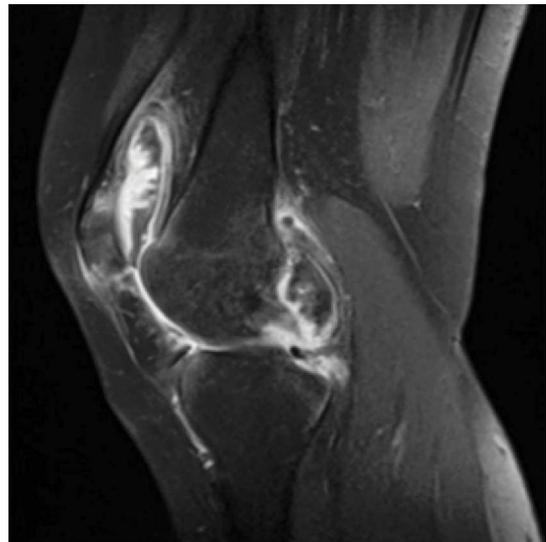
RMN que muestra hipertrofia sinovial y una masa de partes blandas intra-articular, con hipointensidad en las secuencias T1 corte transversal y en la secuencia T2 corte sagital.
